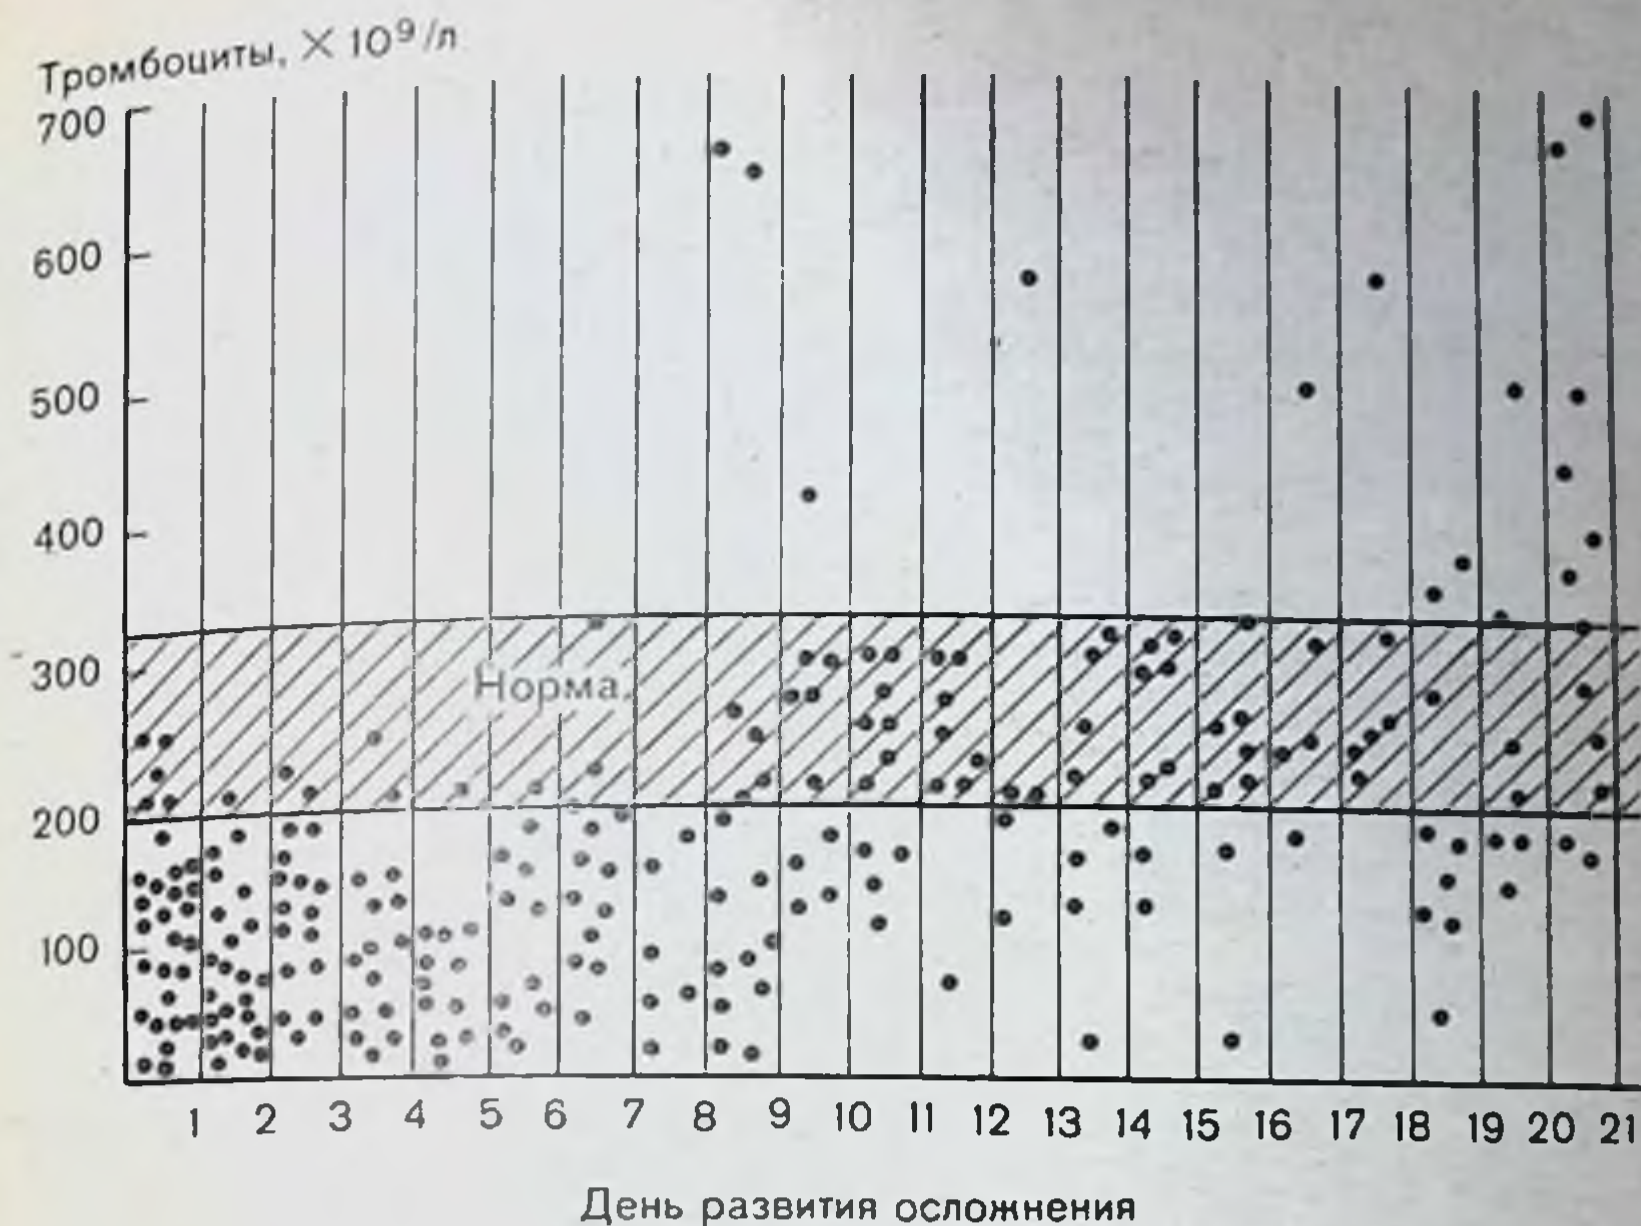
Изменения количества тромбоцитов у больных с гемотрансфузионными осложнениями.
